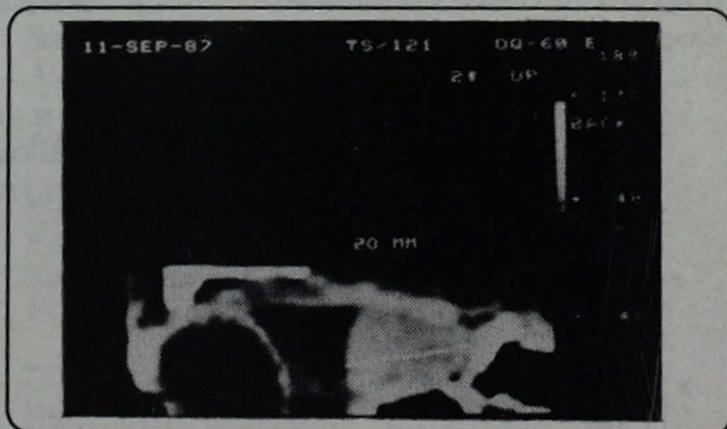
Tomografía computada en reconstrucción sagital que muestra tumoración que ocupa el ápice orbitario, midiendo 2 cm en sentido anteroposterior.
